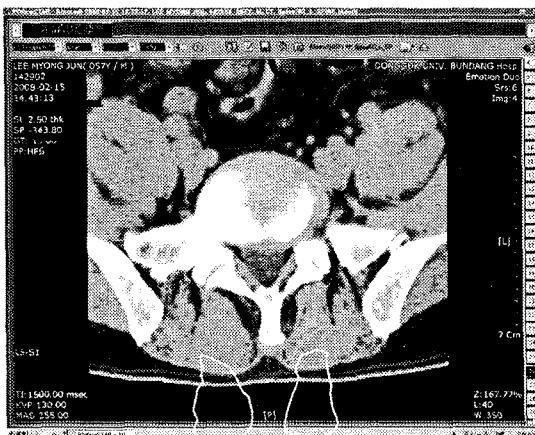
CT imaging of case 1
